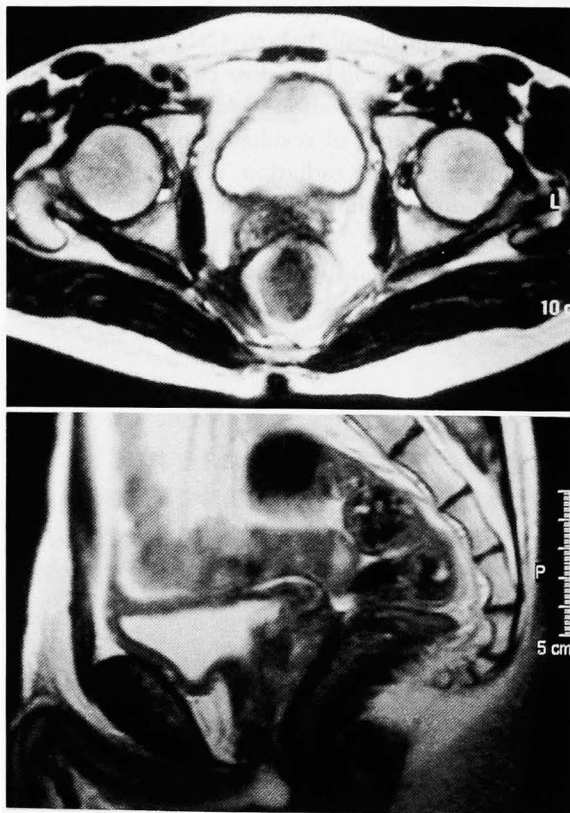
Pelvic MRI after chemotherapy and radiation showed no residual tumor, deformation or signal decrement of the seminal vesicles.
